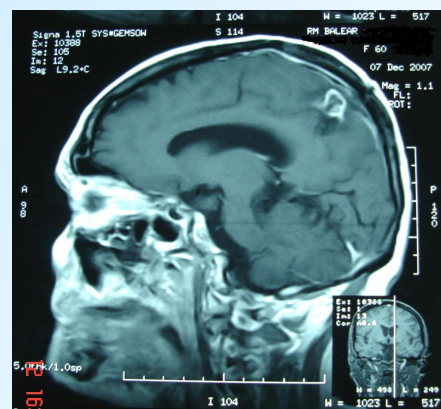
RMN post-tratamiento Diciembre 2007
